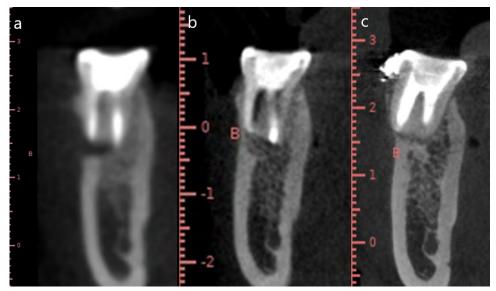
Tomografía. Corte sagital. a) Preoperatorio. b) Evolución 24 meses. c) Evolución 36 meses.
